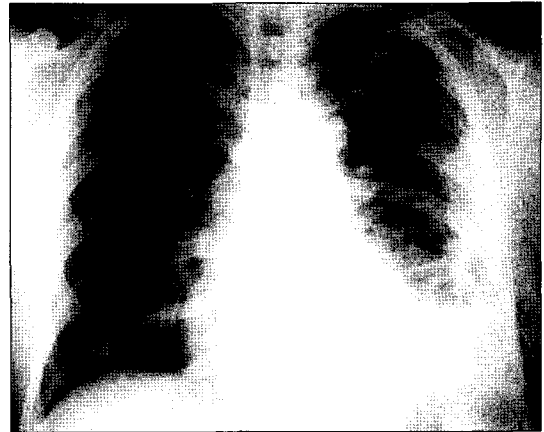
Immediate postoperative chest roentgenogram in case 3.
